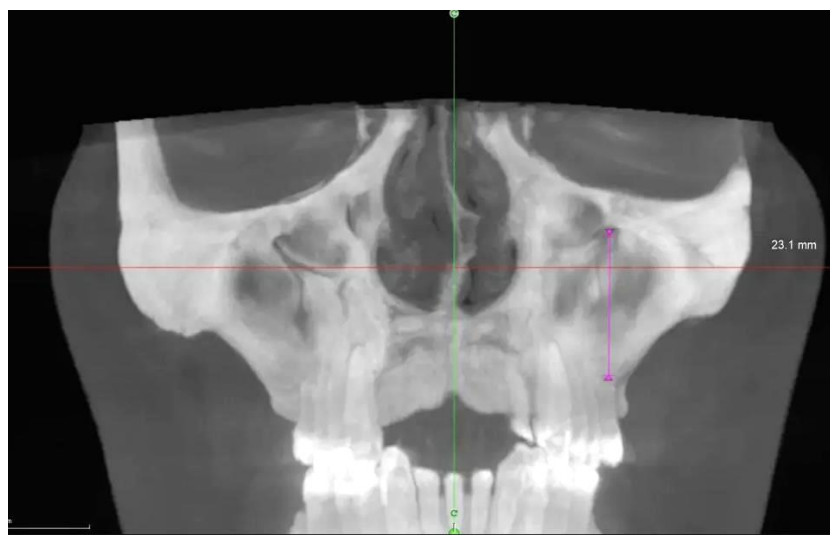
Измерение расстояния от центра подглазничного отверстия до основания альвеолярного отростка верхней челюсти на коронарном реформате конусно-лучевой компьютерной томограммы
